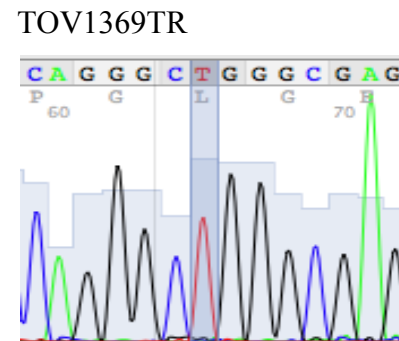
Chromatogrammes de séquençage de l'ADNg et de l'ADNc de *PLECI*. A) Séquençage de l'ADNg des lignées TOV3133D, TOV3133G, OV3133, OV3133-2 montrant la présence d'une hétérozygotie GA de *PLECI* à la position 145062985. B) Séquençage de l'ADNc des lignées TOV3133D, TOV3133G, OV3133, OV3133-2 montrant la présence d'une hétérozygotie GA de *PLECI* à la position 145062985 (c.13573C>T). C) Séquençage de l'ADNg des lignées TOV1369TR, OV1369-2 montrant la présence d'une hétérozygotie CT de *PLECI* à la position 145070608. D) Séquençage de l'ADNc des lignées TOV1369TR, OV1369-2 montrant la présence d'une hétérozygotie CT de *PLECI* à la position 145070608 (c.6058G>A). E) Séquençage de l'ADNg (à gauche) et de l'ADNc (à droite) de la lignée OV3133-2 montrant l'absence de la mutation A>G de *PLECI* à la position
